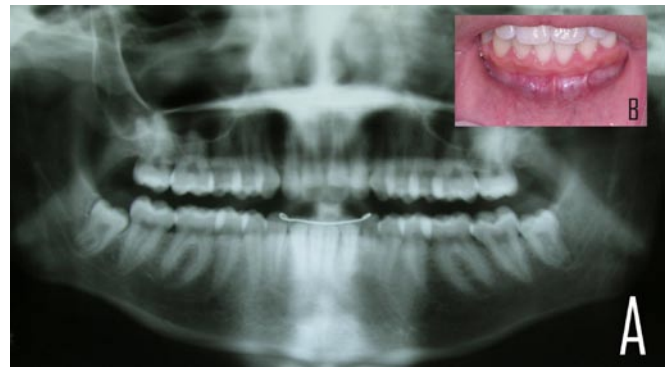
Revisión del paciente seis meses tras la cirugía. (A) Ortopantomografía. (B) Imagen intraoral. Se observa una adecuada cicatrización del hueso y los tejidos blandos.
